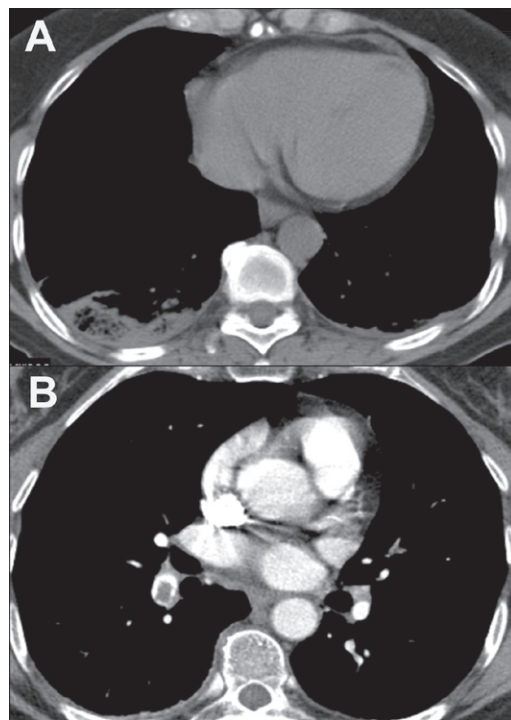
Homem, 67 anos, com infarto pulmonar. Em A, TC sem contraste evidenciando SHI no lobo inferior D, subpleural, com aspecto reticulado no seu interior. Em B, exame contrastado mostrando falha de enchimento (trombo) em ramo segmentar da artéria pulmonar D.
